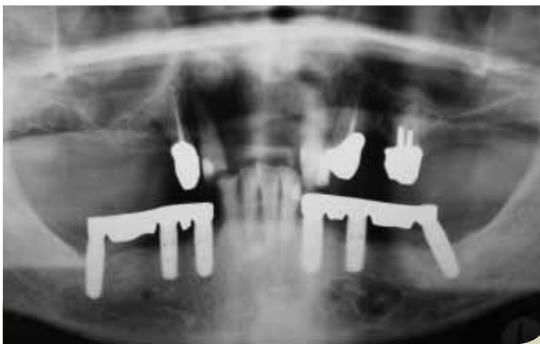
Röntgenkontrolle der spaltfreien Passung der Suprakonstruktion.
